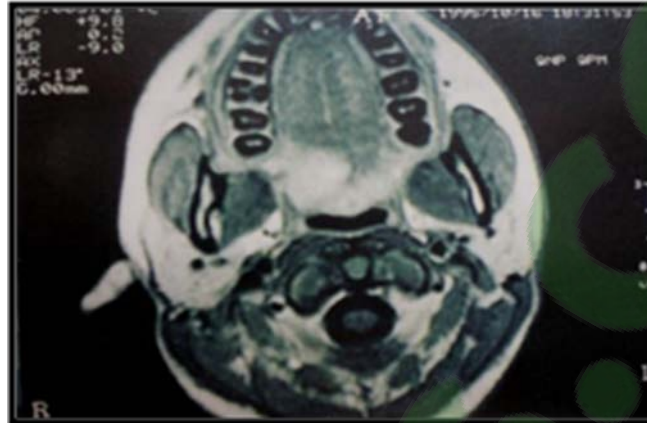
IRM d'un carcinome adénoïde kystique du palais mou [14]
